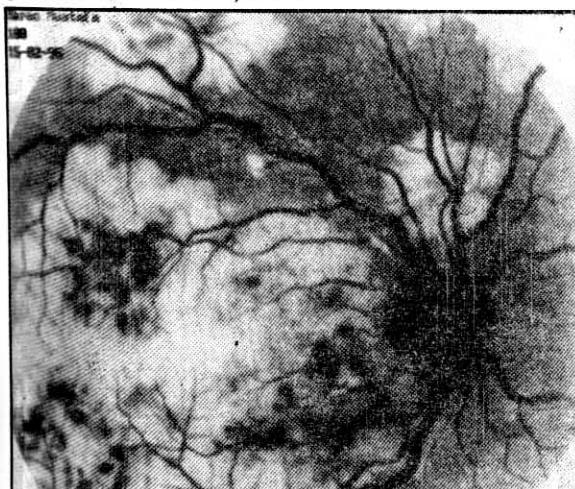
3nolu olgunun sol gözünün ICG anjiografisinin geç dönem görünümü
